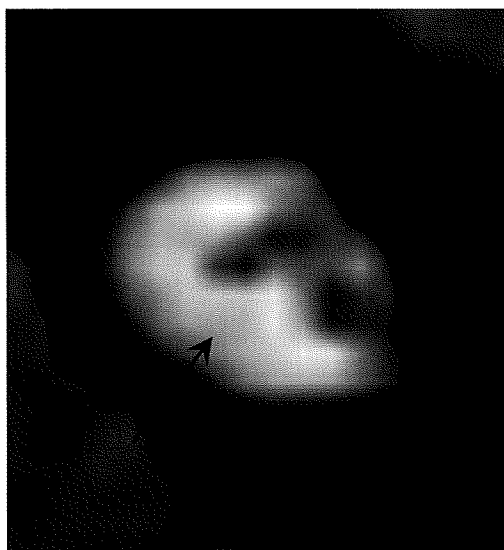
左内耳道 MRI (3-D CISS 撮像)
